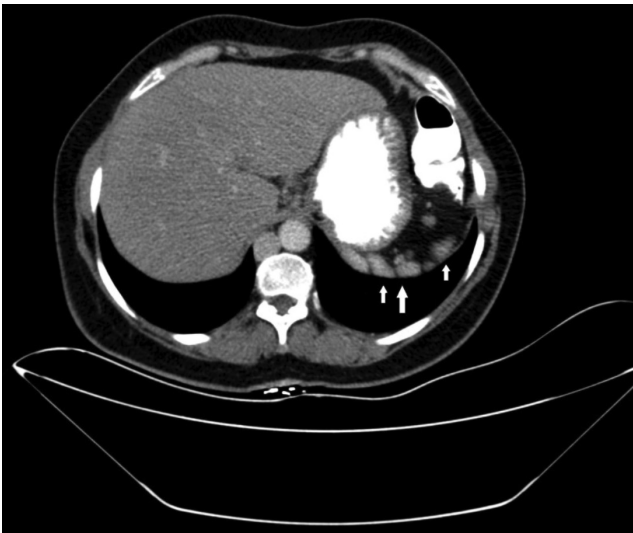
Several tiny accessory spleens in the left hypochondrium (white arrows) are seen on an abdominal contrast-enhanced CT image
